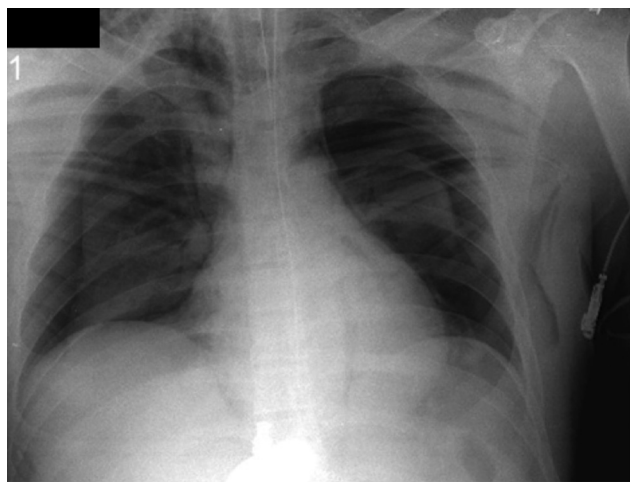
Radiografía de tórax con neumotórax espontáneo bilateral.
